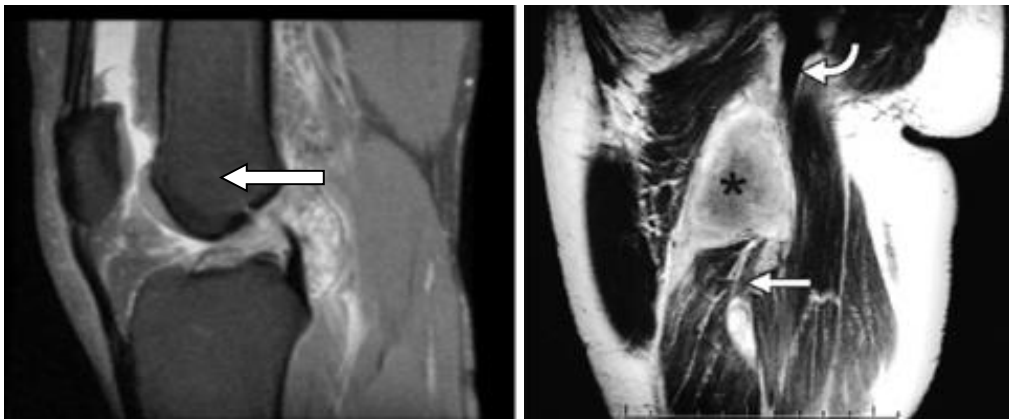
RM do joelho, DP com supressão de gordura, observa-se rotura completa, recente do LCA. Fonte: Pinheiro, 2015. Figura 15- RM da coxa, no plano sagital em T1 apresenta rotura completa dos músculos isquiotibiais com hematoma de um atleta. Fonte: Fernandes et al., 2011
